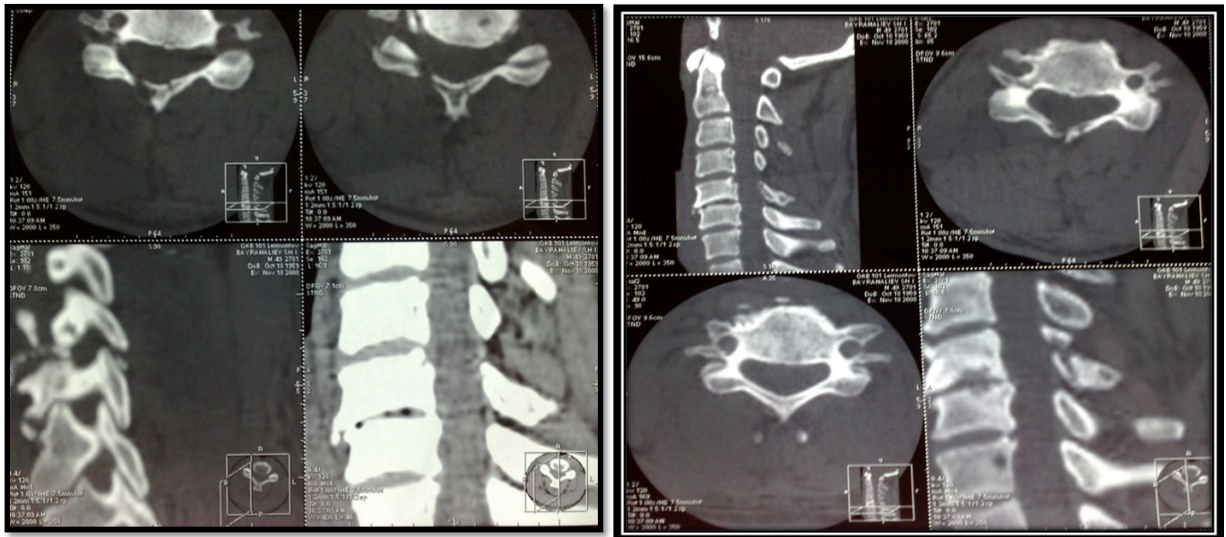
КТ шейного отдела позвоночника больного Б. в сагиттальной и аксиальной проекциях
